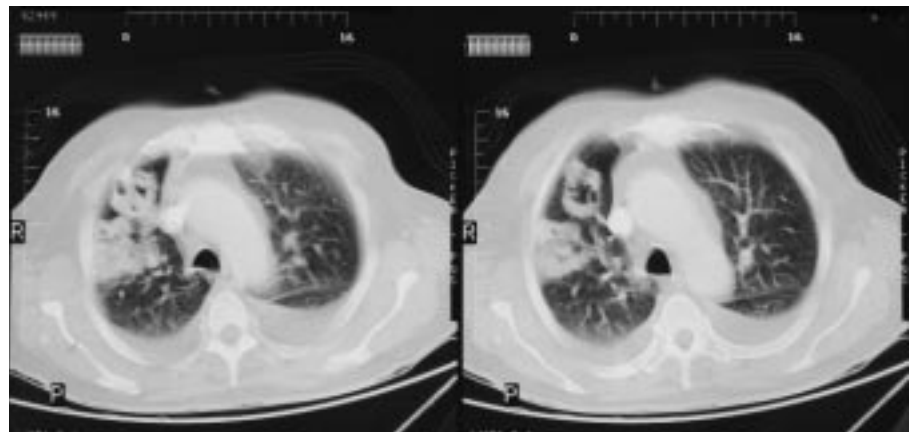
Imagen de tomografía computarizada torácica en la que se observan un infiltrado cavitado parahiliar izquierdo y derrame pleural bilateral.
